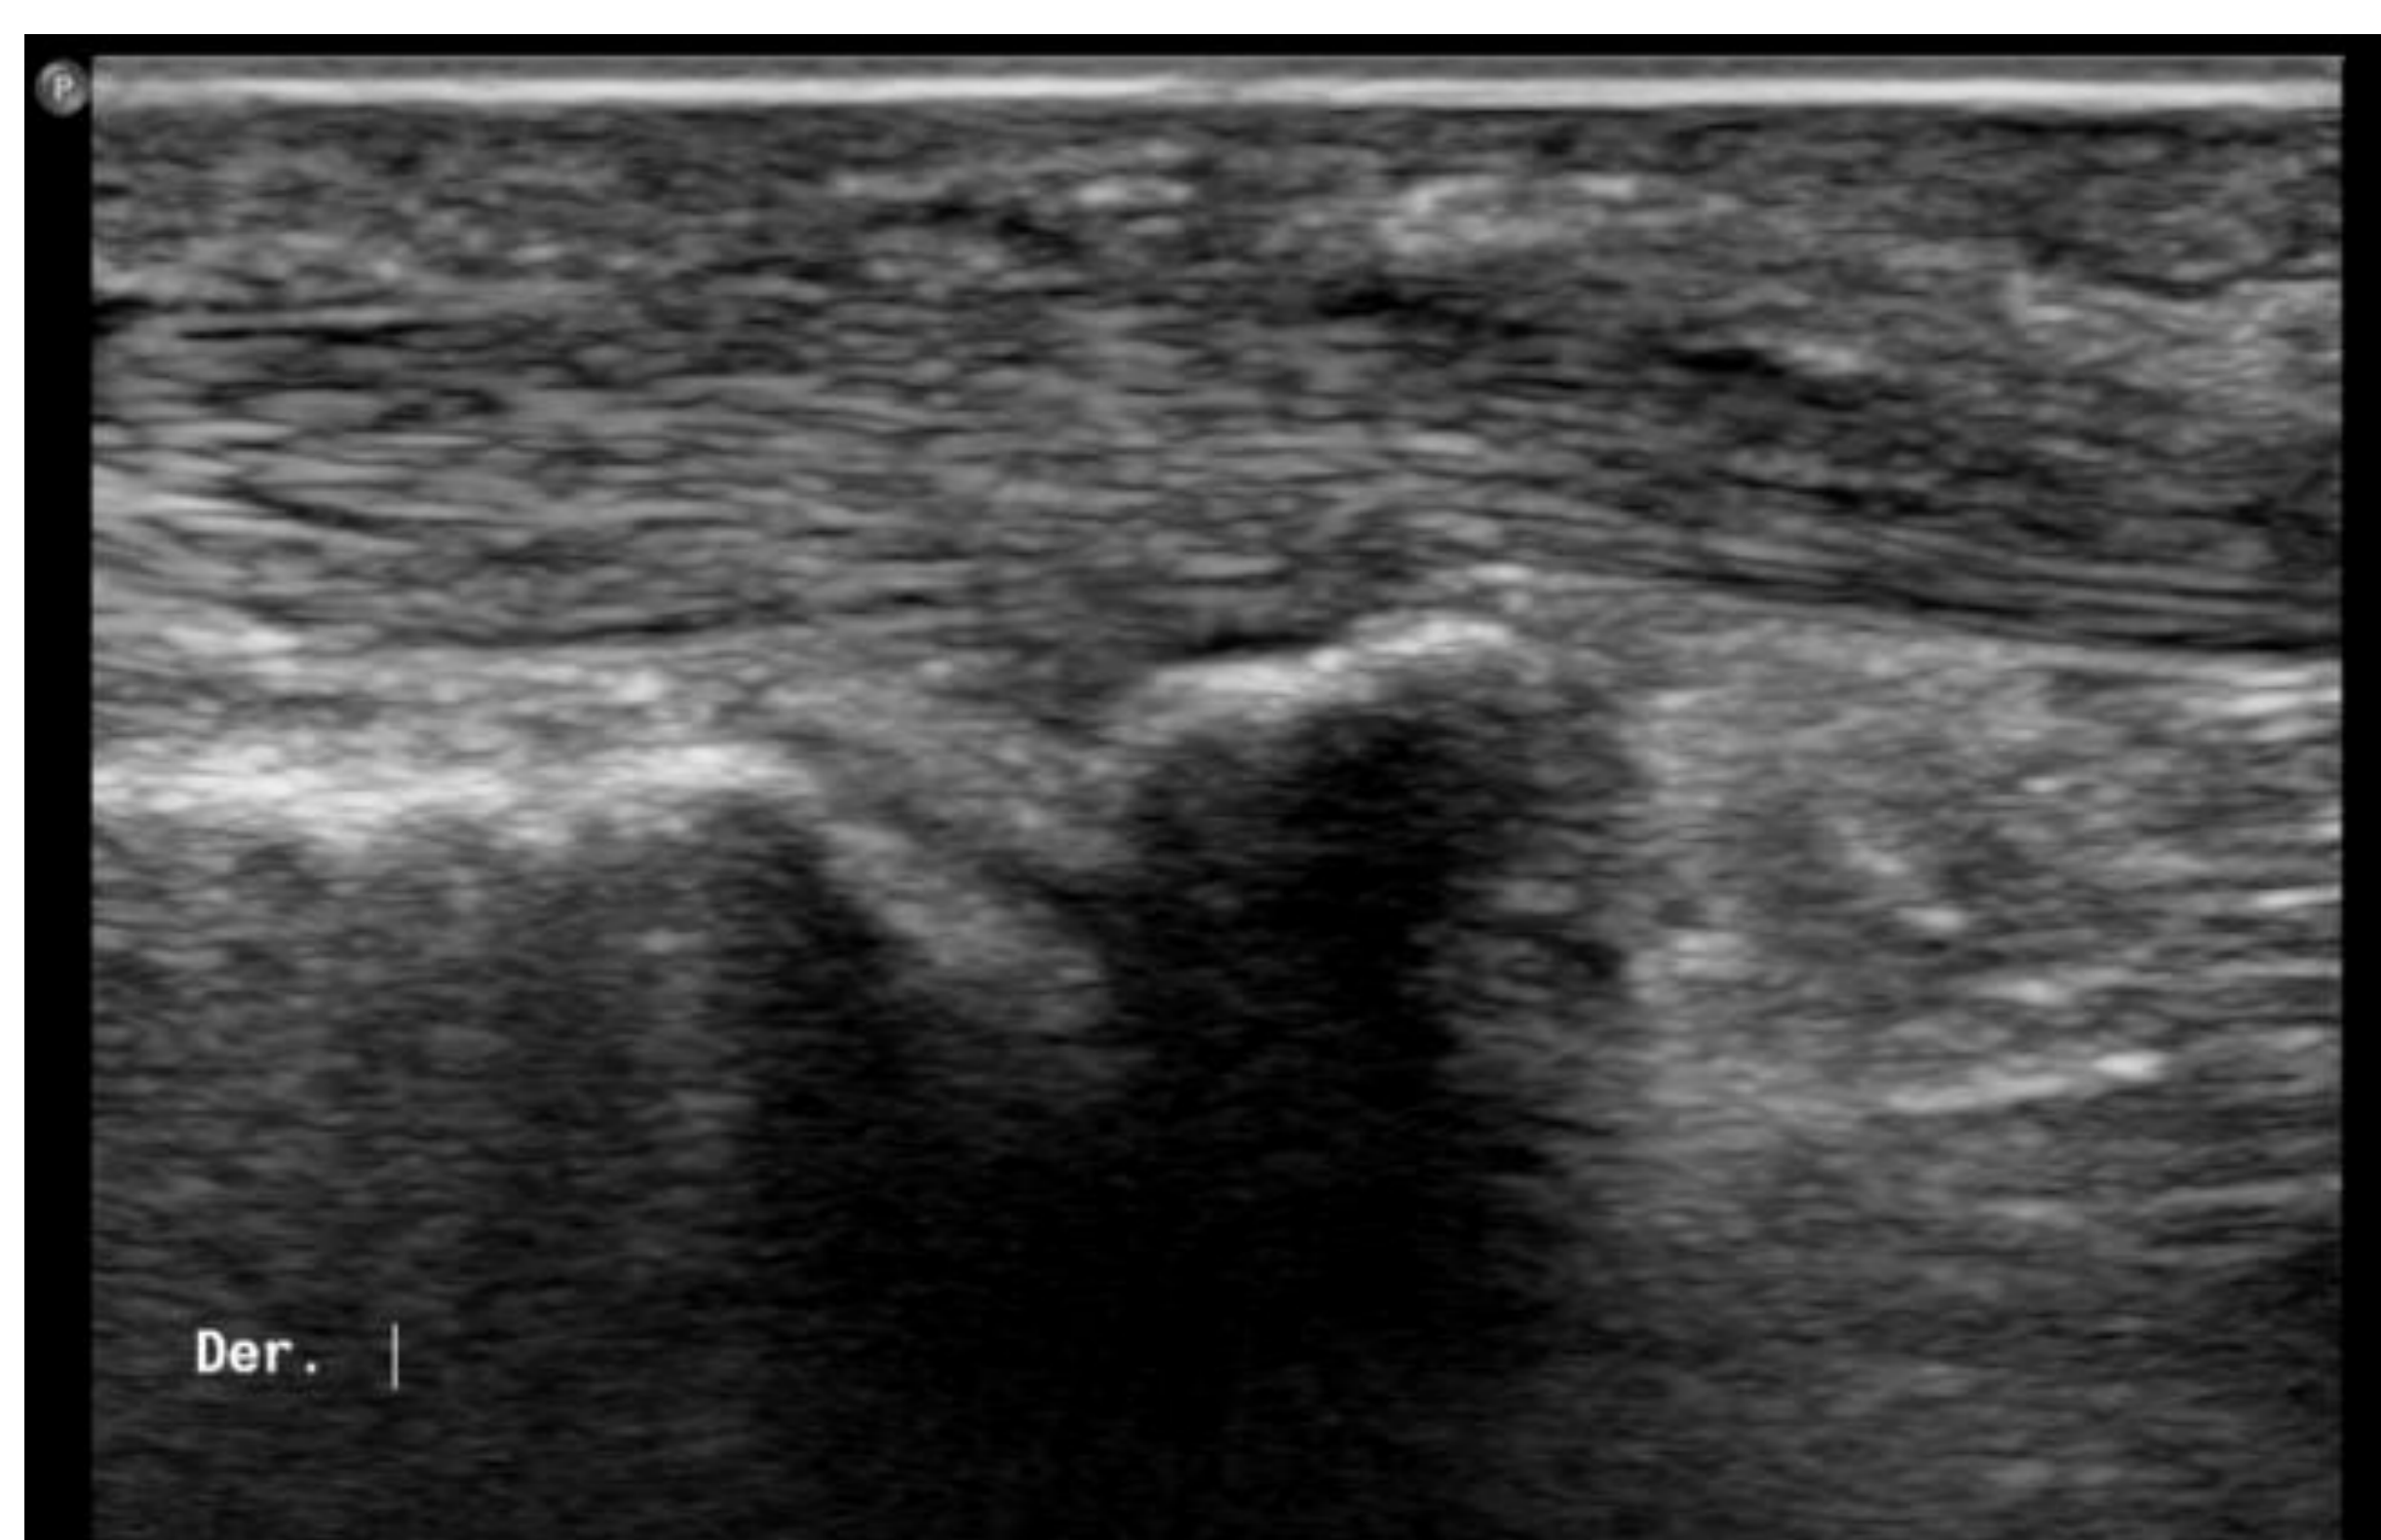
Se realiza ecografía del tendón flexor primer dedo de la mano derecha sin objetivar signos de tenosinovitis ni engrosamiento de polea. Movilidad tendinosa normal en el estudio dinámico. Se decide alta.
